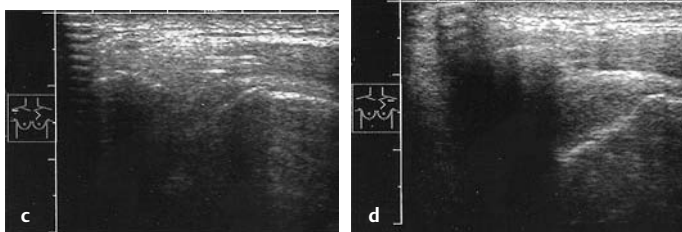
c u. d Chronisch degenerativ verursachte RM-Ruptur bei Berufsmusiker (Streichinstrument). c Längsschnitt: „Vogelkopf ohne Schnabel“, Humeruskopfhochstand, d Seitenvergleich. Normalbefund s. auch Abb. 49, S. 38
